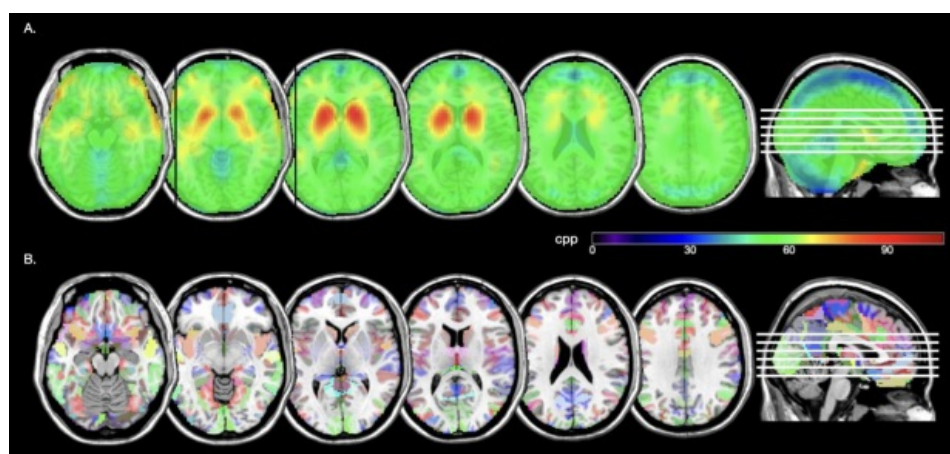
Imágenes axiales en diferentes cortes del cerebro del promedio de cpp de todas las imágenes SPECT con ^{99m}Tc -TRODAT-1 de la población en estudio, normalizada al espacio MNI, sobre una imagen T1 por resonancia magnética de un cerebro modelo. B. Plantilla AICHA en diferentes cortes axiales del cerebro, con todas las divisiones anatómicas, sobre el mismo cerebro modelo.
